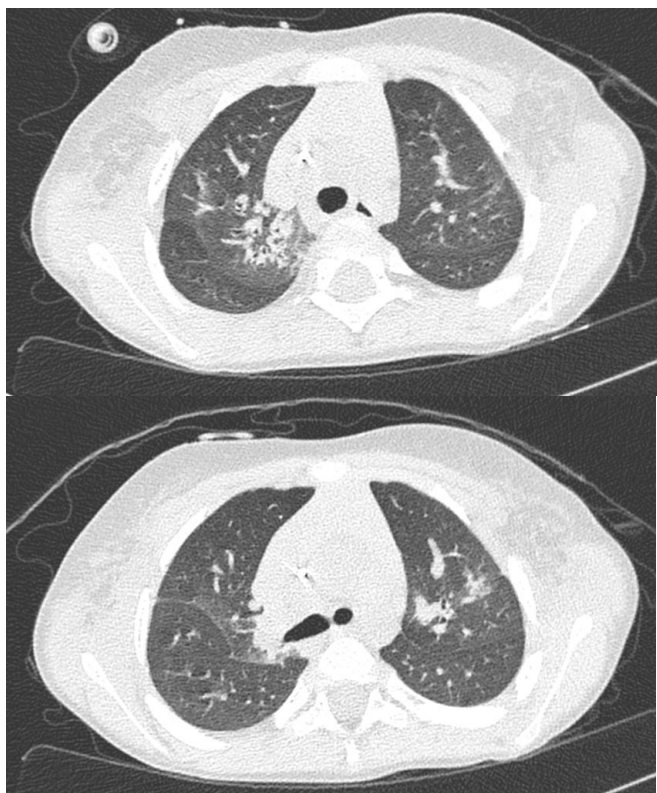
Компьютерная томография легких. Уменьшение зон матового стекла.
